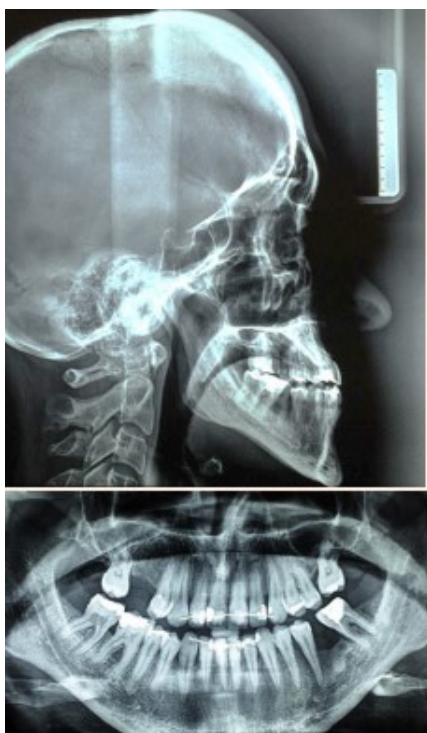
Cefalograma lateral e ortopantomografia pós-tratamento. Adaptada de Viazis et al. (2016)
